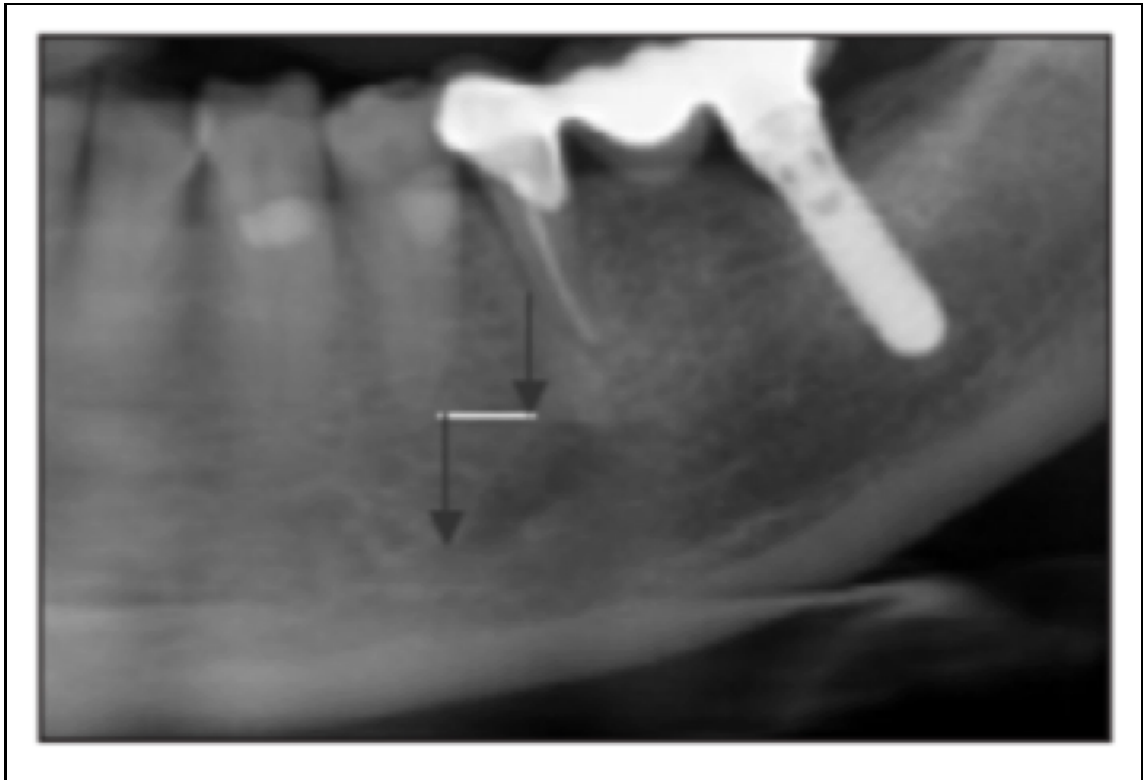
Radiografia panorâmica mostrando a extensão do NM além do limite do FM como uma alça anterior intraóssea (setas)
